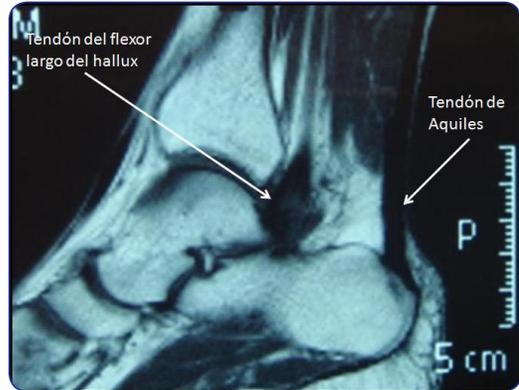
Resonancia magnética de retropié izquierdo, que muestra un engrosamiento marcado de la unión miotendinosa del flexor largo del hallux, por detrás del astrágalo, encontrándose, incluso, más grueso que el tendón de Aquiles.
